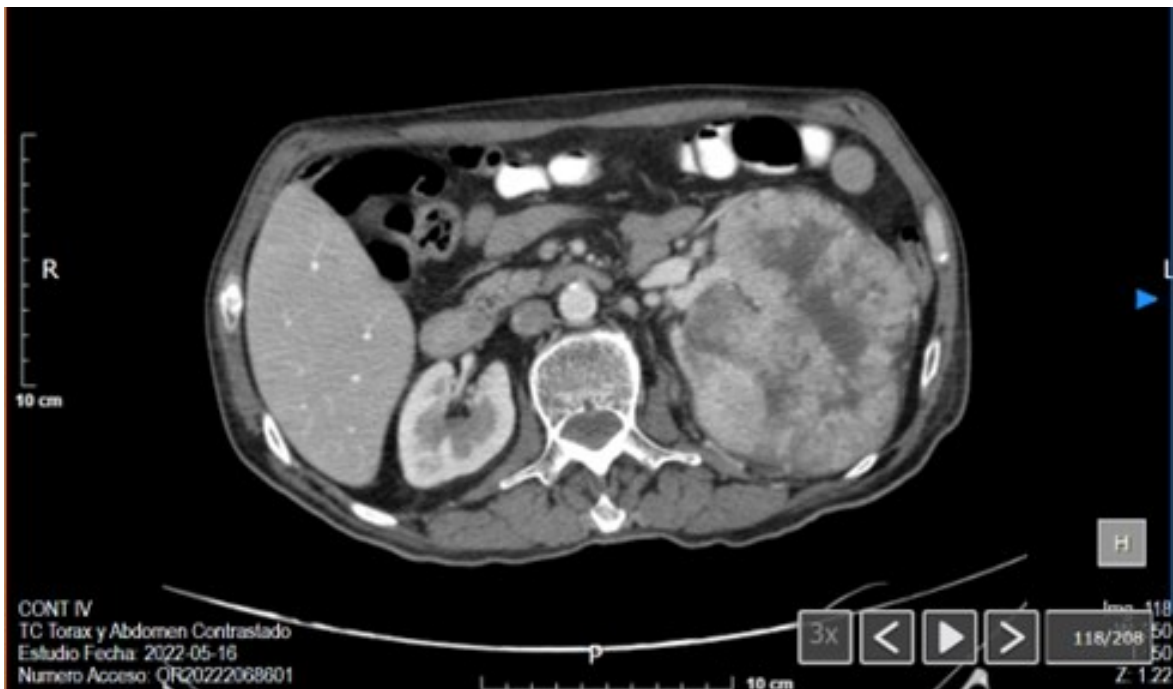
TAC de abdomeno contrastado en la que se observa riñón izquierdo con presencia de tumoración de bordes irregulares mal definidos de contenido heterogéneo con zonas irregulares en su interior así como litos en ambos senos renales glándulas suprarrenales sin alteración en densidad y morfología.
